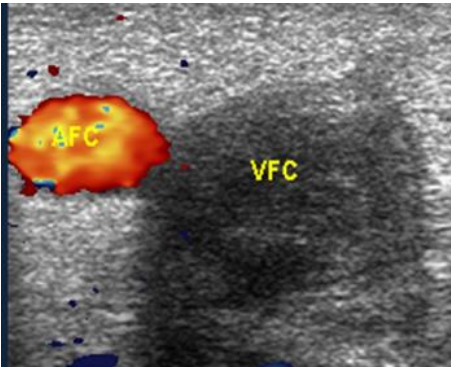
Trombosis de la vena femoral común: La misma se encuentra aumentada de calibre con material hipocóico en su interior sin evidencia de flujo al examen Doppler color. (VFC; Vena femoral común, AFC; Arteria femoral común).
